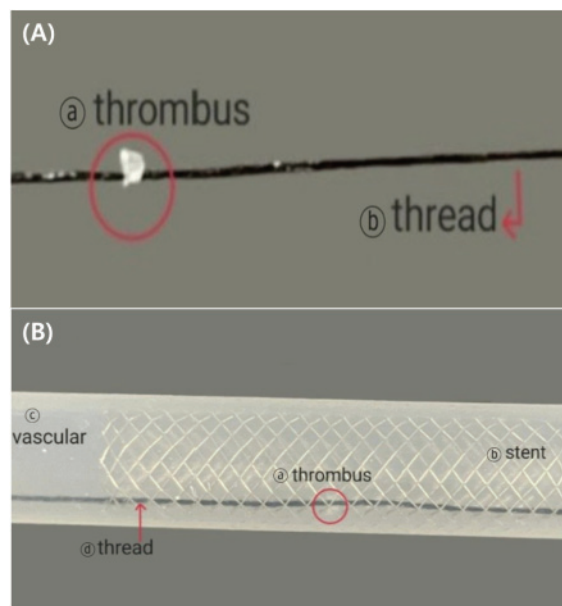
Material with a CT number similar to that of a thrombus was attached to a thread(A) and positioned in the center of the stent within the vascular model(B).
